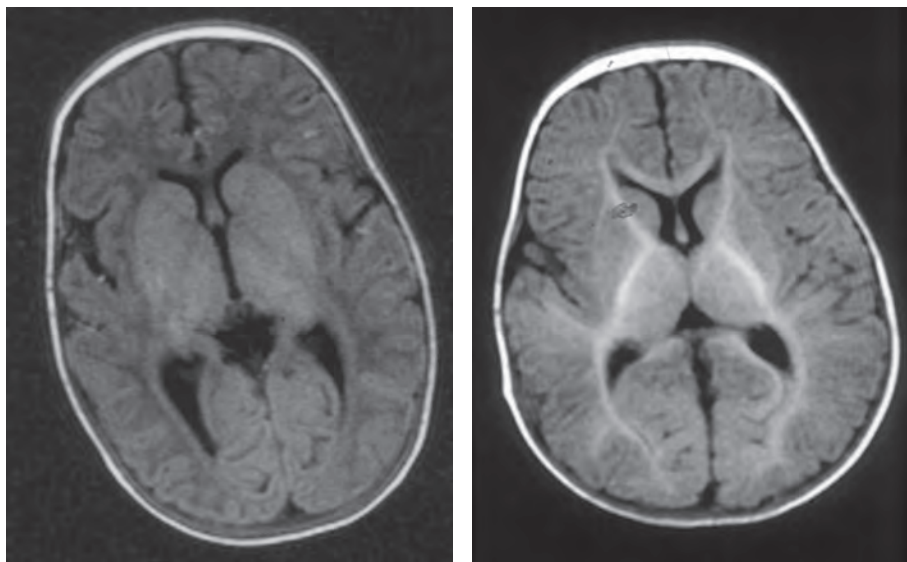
et 19' : IRM cérébrale d'un enfant de 4 ans atteint d'une leucodystrophie de Pelizaeus Merzbacher (19) en comparaison avec un enfant du même âge normal (19').
